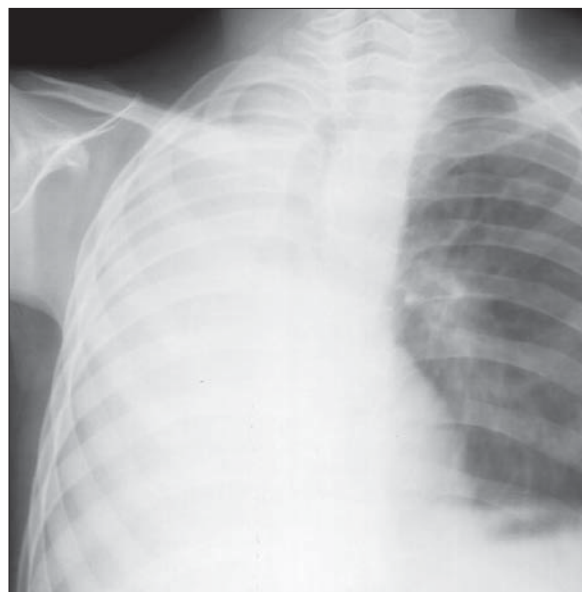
Atelectazia plămânului drept. Radiografie toracică PA, detaliu.
